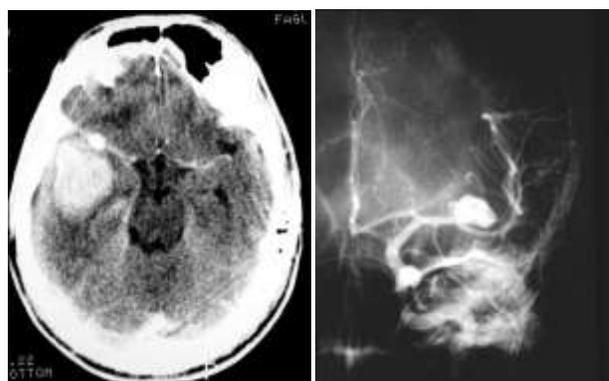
Esquerda: TC realizada após a injeção de contraste endovenoso mostrando um hematoma temporal esquerdo e uma dilatação (aneurisma) na artéria cerebral média esquerda. Direita: angiografia carotídea confirmando a presença de uma aneurisma na artéria cerebral média esquerda.
